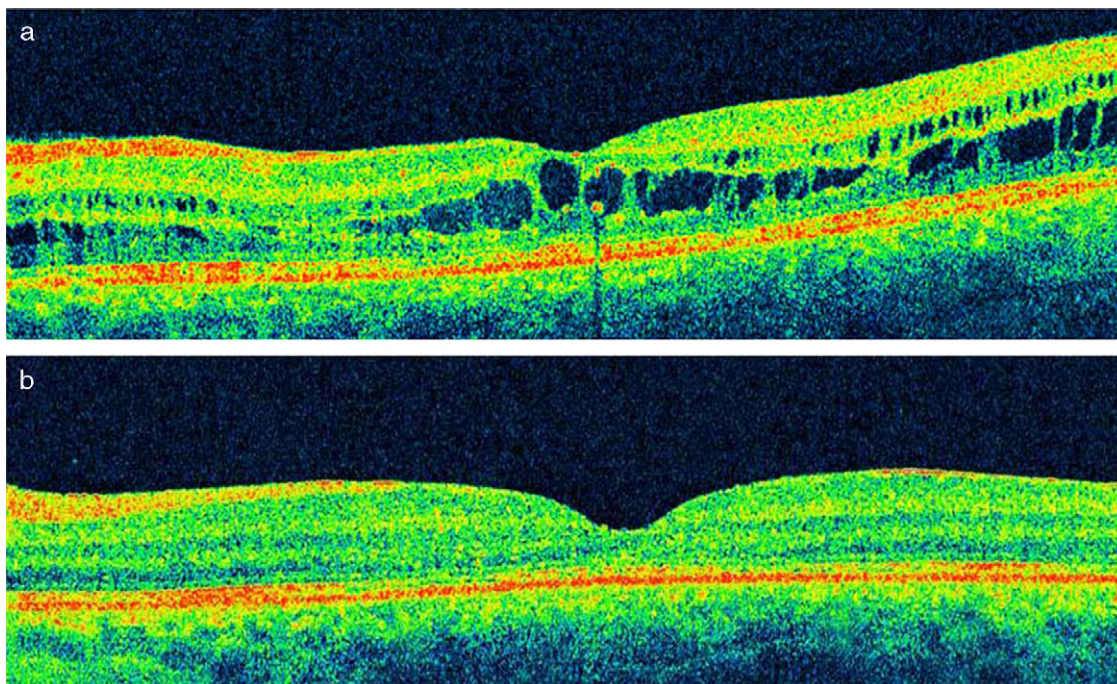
Tomografía de coherencia óptica: a) EMQ inicial; b) aspecto final.
